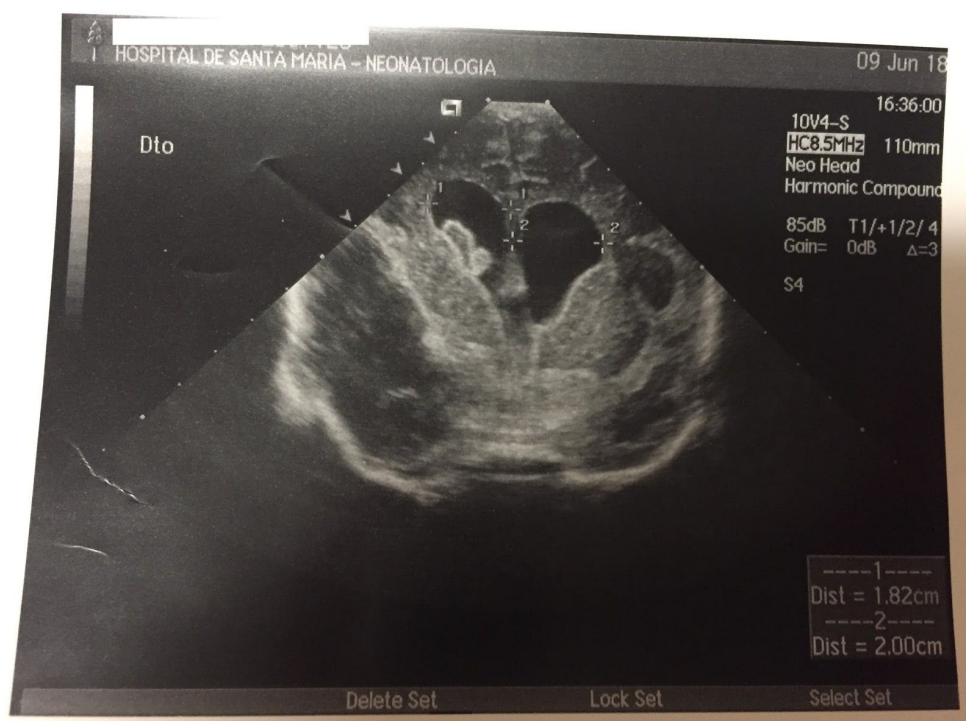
Ecografia transfontanelar, plano coronal
